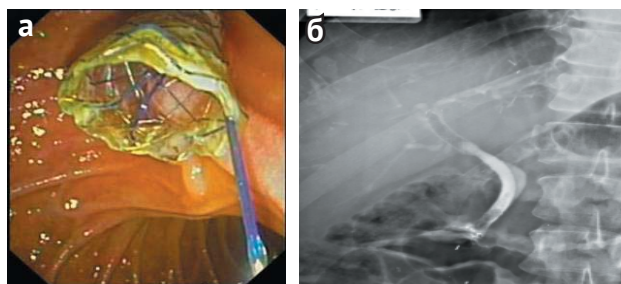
Стентирование стриктуры холедоха: а — проксимальный край нитинового стента холедоха в просвете двенадцатиперстной кишки; б — рентгенологический контроль положения протеза в холедохе
